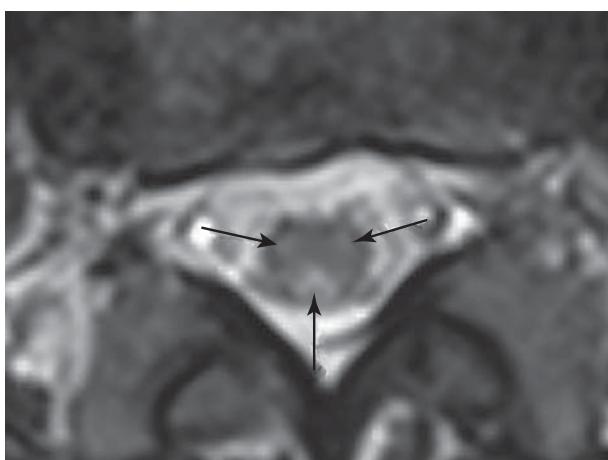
МРТ поперекового відділу спинного мозку
